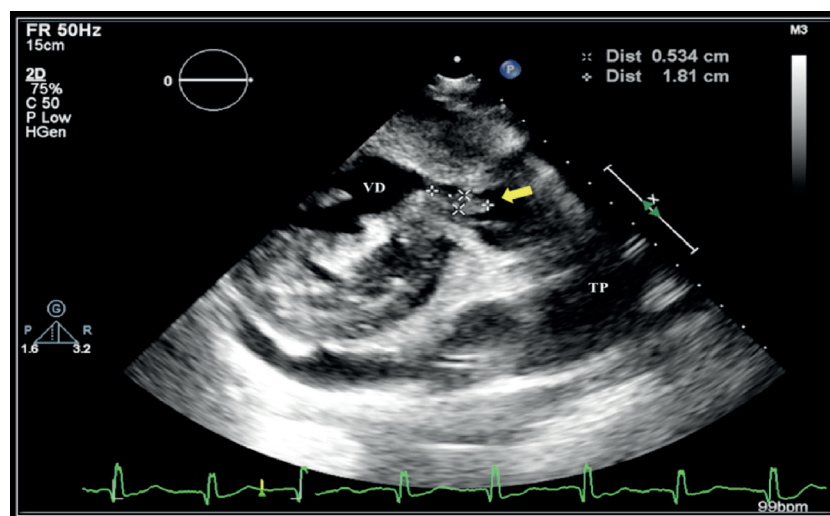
Pré-operatório. Ecocardiografia transtorácica bidimensional por janela paraesternal eixo curto com imagem da vegetação (seta) aderida à região do estreitamento infundibular. VD: ventrículo direito; TP: tronco pulmonar.
